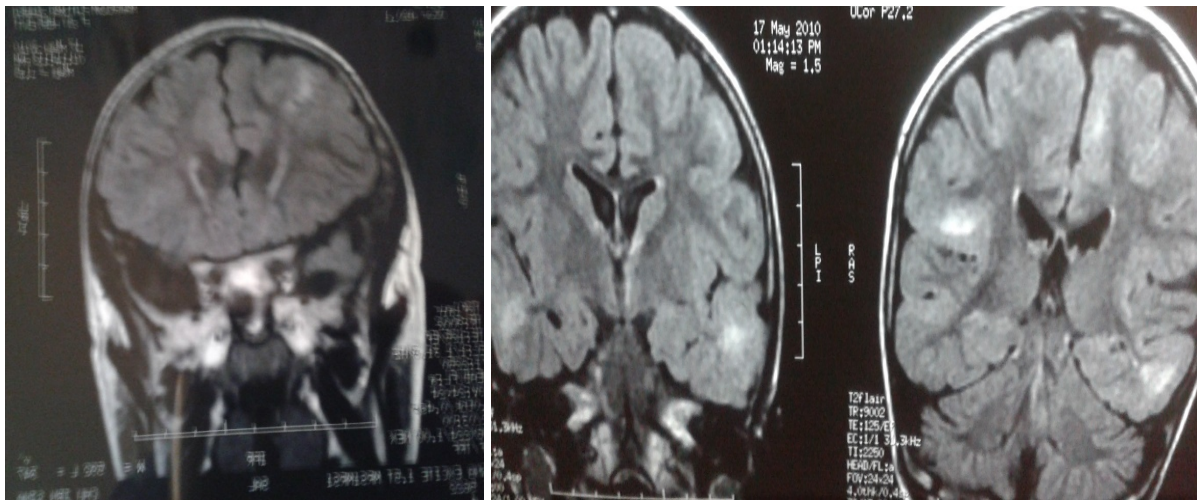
Aspect IRM objectivant des des tubers corticaux, siegant au niveau pariétaux et temporaux bilatéraux ainsi que frontal droit associées à une lésion kystique périventriculaire gauche
